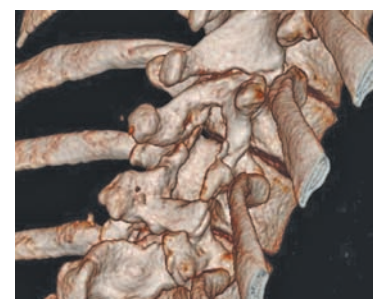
Наблюдение 3. Данные послеоперационной МРТ (фрагмент слева, T2ВИ) и КТ (фрагмент справа, SSD-реконструкция в костном режиме).
